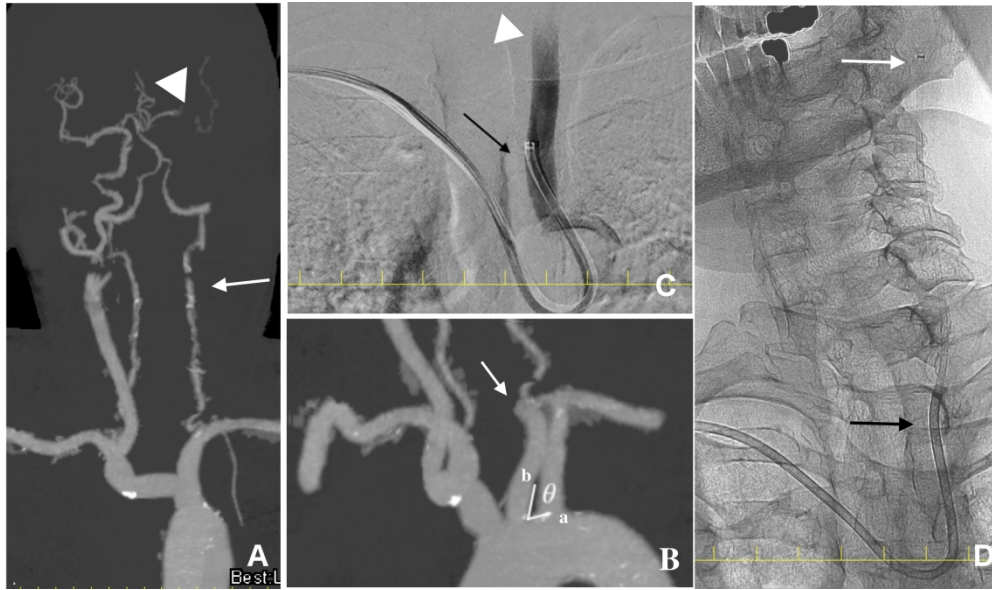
Left CCA occlusion treated by transbrachial access. A: CTA revealing no visualization of the left CCA occlusion (arrow) and MCA occlusion (arrowhead). B: CTA demonstrating occlusion of the left CCA (arrow), the Type I arch and a dull angle ( $\theta$ :  $58^\circ$ ) between the aortic arch (a) and the left CCA (b). C: A guiding catheter (MSK guide) (arrow) is introduced transbrachially into the CCA, and the CCA occlusion is demonstrated (arrowhead). D: An aspiration catheter (white arrow) is introduced into the CCA through the guiding catheter (MSK guide) (black arrow). MCA: middle cerebral artery, CCA: common carotid artery.
